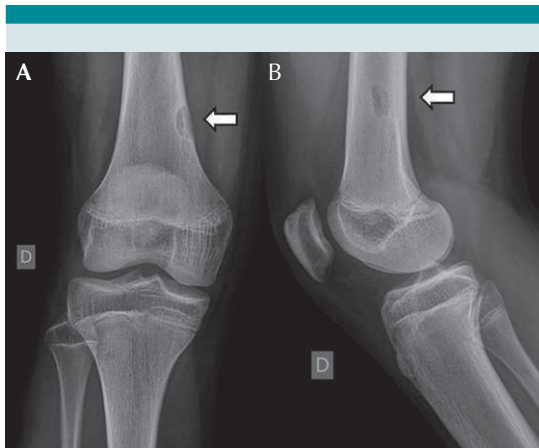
Niño de 13 años que sufre contusión en la cara lateral de la rodilla derecha jugando fútbol. Se realiza una radiografía anteroposterior y lateral de rodilla (A y B). Examen físico normal, salvo dolor en el fémur distal por lateral. Se muestra una lesión focal excéntrica en el tercio distal del fémur. La lesión es de márgenes bien definidos, escleróticos, no presenta reacción perióstica, masa de partes blandas o signos de fractura, compatible con un Fibroma No Osificante. El manejo es conservador de esta lesión, incluye seguimiento clínico con una radiografía de control cada 4 meses para confirmar la no progresión de la lesión.
